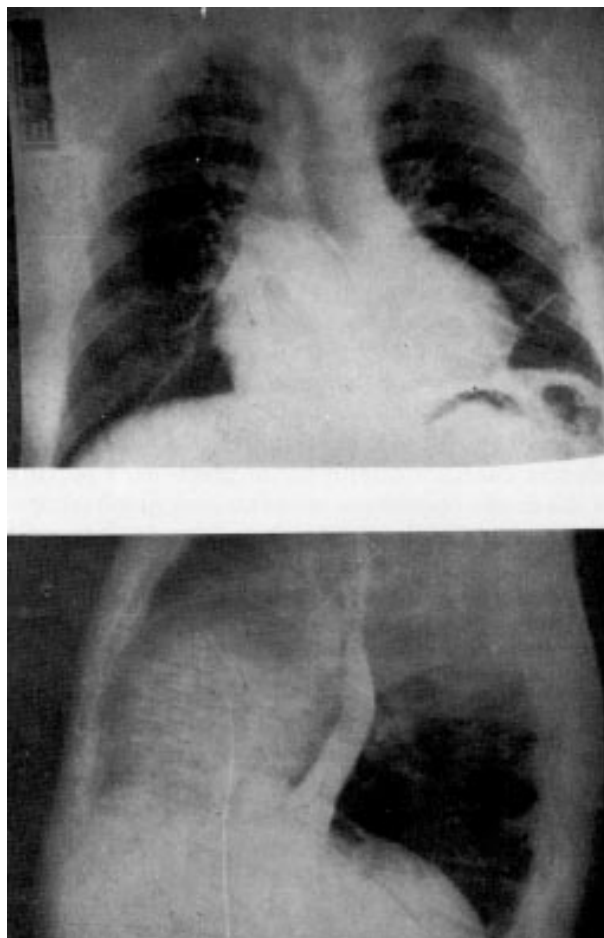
Radiografia de controle pós-operatório tardio mostrando regressão da área cardíaca e do derrame pleural.
